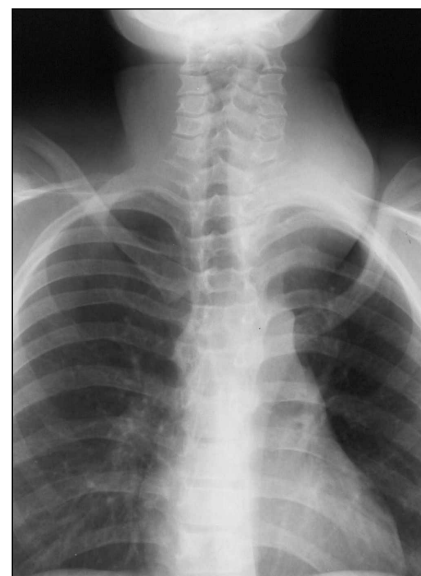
Radiografia de tórax em pósterio-anterior demonstrando massa de tecidos moles na região cervical à esquerda.
